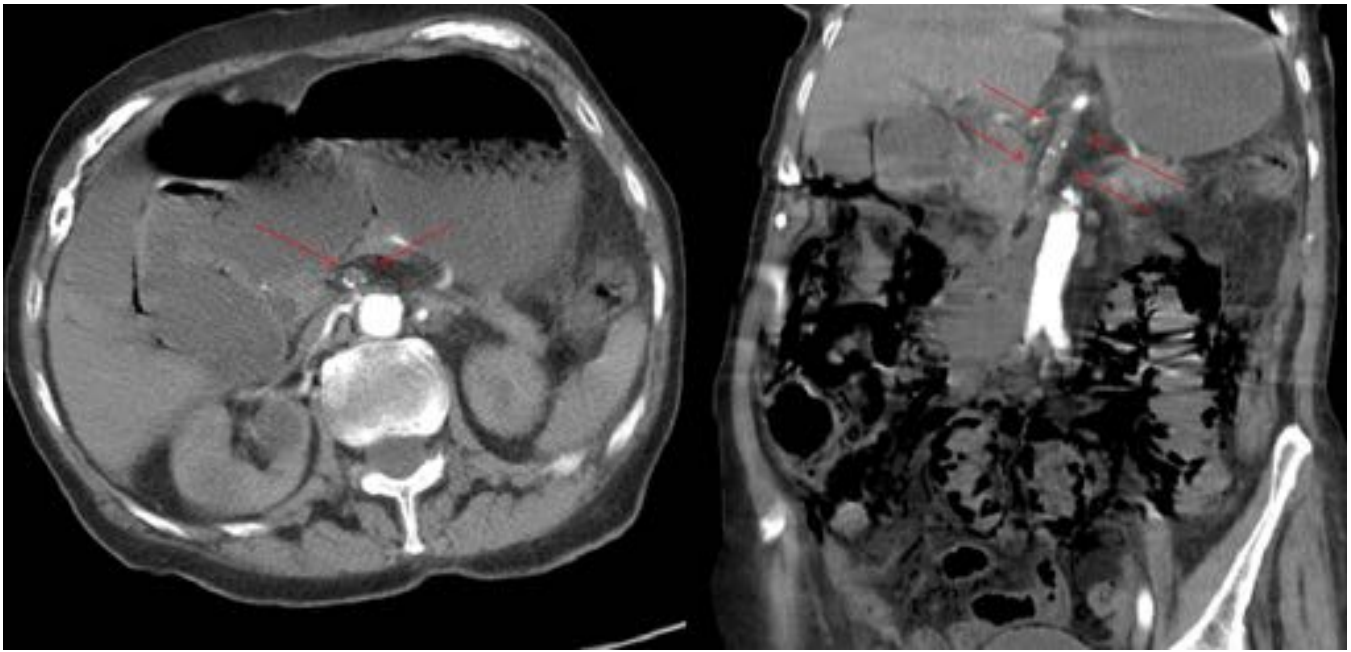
Trombosis de la arteria mesentérica superior (AMS). Reconstrucciones en los planos axial y coronal de un TC de abdomen en fase arterial. Se visualiza ausencia del contraste en la AMS en todo su trayecto debido a la presencia de un trombo en su salida (marcado por flechas). Se identifican asimismo neumatosis intestinal, gas en venas mesentéricas y neumoperitoneo, como signos de necrosis y perforación.
